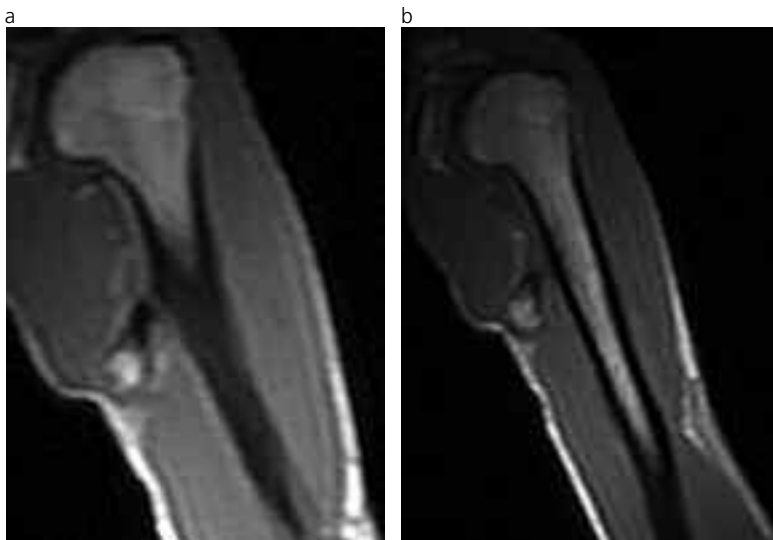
a) y b): RM coronal T1 SE que evidencia la solución de continuidad del cuello del osteocondroma.
